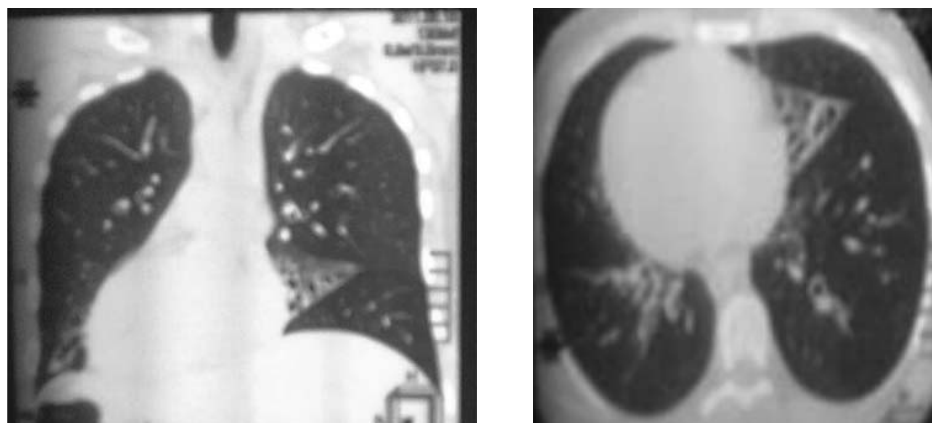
Tomografia computerizată a toracelui în sindromul Kartagener
